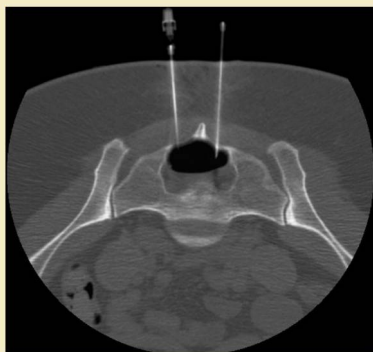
TC axial tras aspiración de un quiste con nivel hidroaéreo. Esta imagen permaneció estable durante varios minutos, lo que indica un quiste de cuello estrecho.
